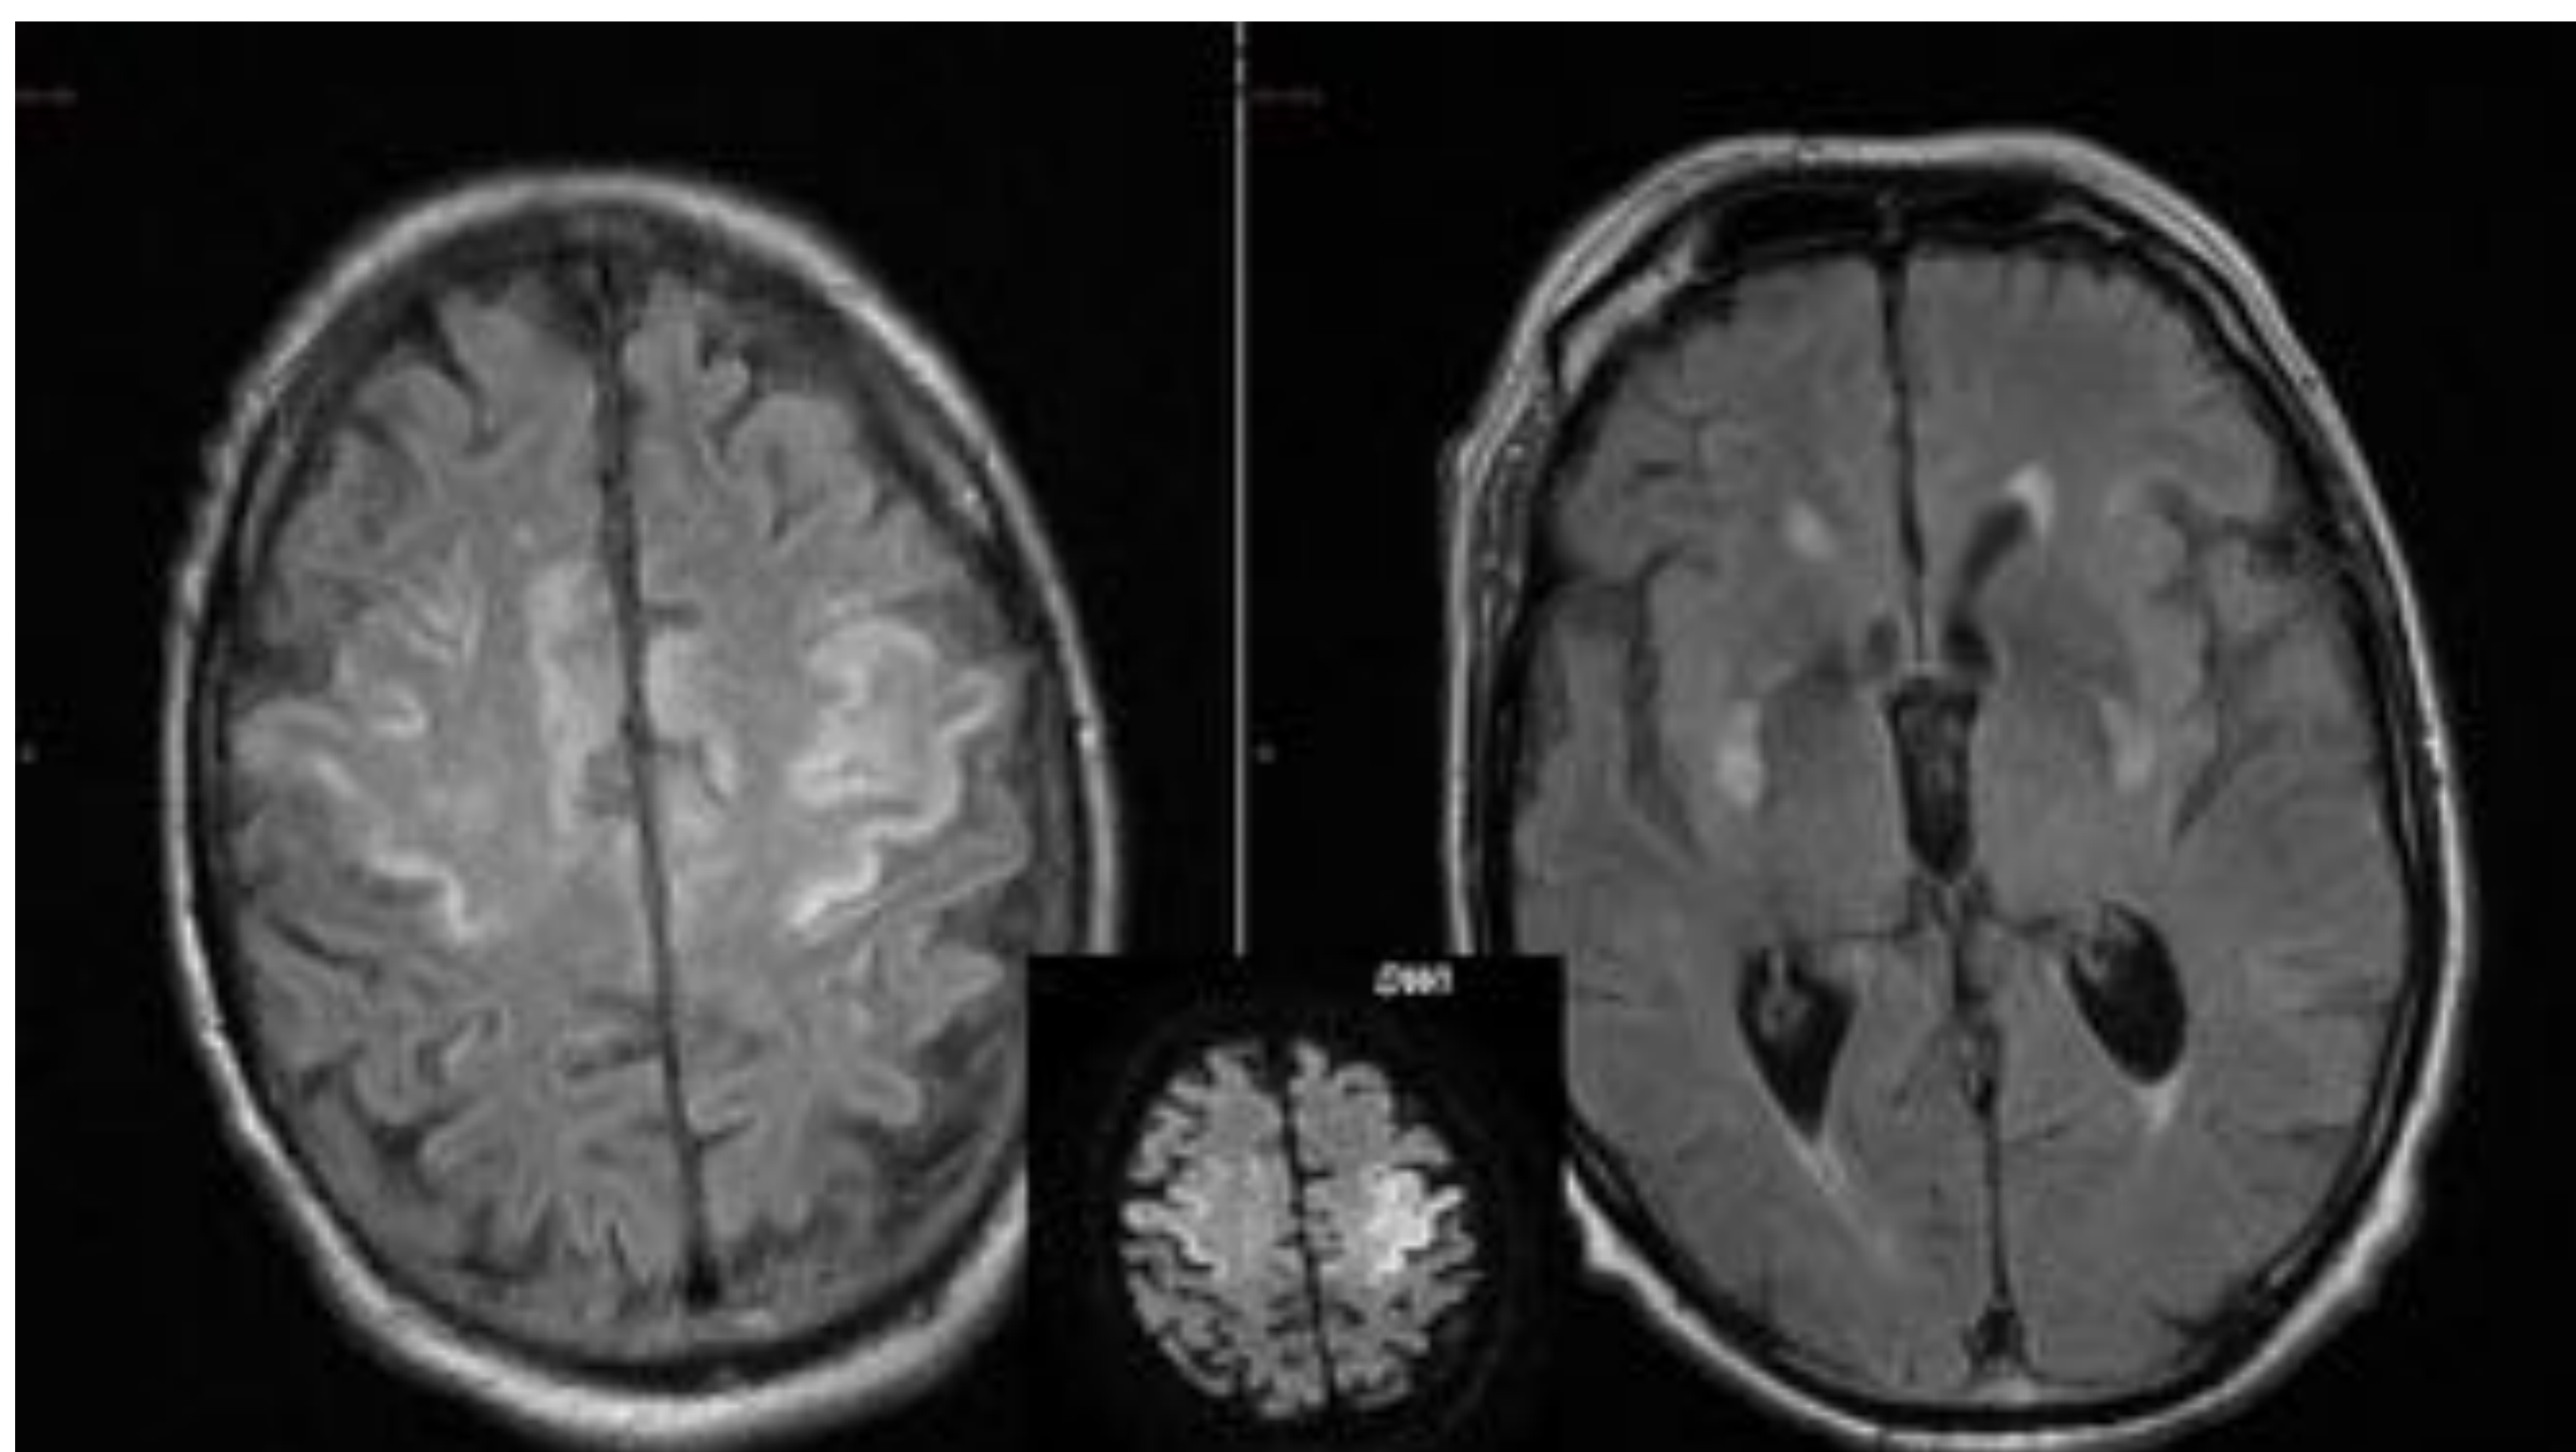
Secuencias FLAIR y potenciada en difusión que muestran hiperintensidades y restricción de la difusión respectivamente con afectación de las regiones corticales y de los ganglios de la base; en este caso, con afectación bilateral del núcleo putamen.
